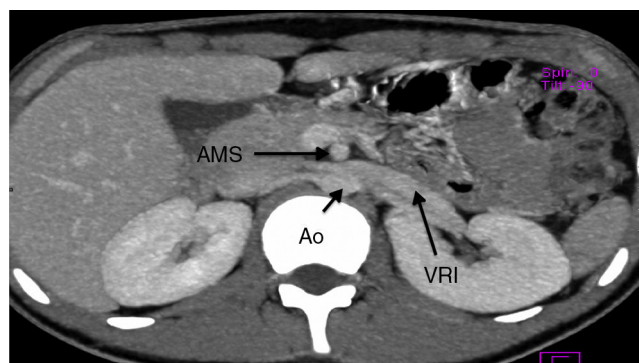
Angiotomografía renal. Se observa aumento del diámetro de la vena renal izquierda. AMS: arteria mesentérica superior; Ao: aorta; VRI: vena renal izquierda.
